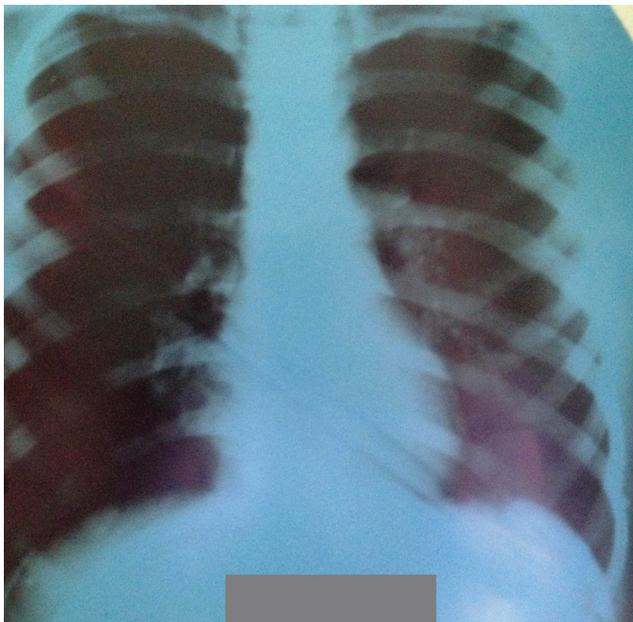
Рентгенограмма ОГК от 22.03.13 той же пациентки при выписке из стационара
